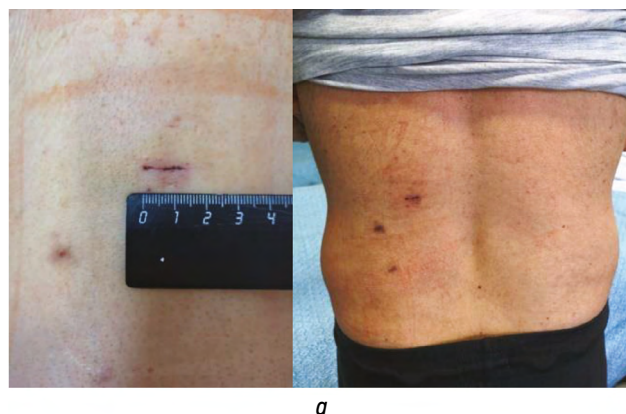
Внешний вид послеоперационной раны: *a* — 7-е сутки после вмешательства; *b* — послеоперационные компьютерные томограммы в аксиальной проекции
